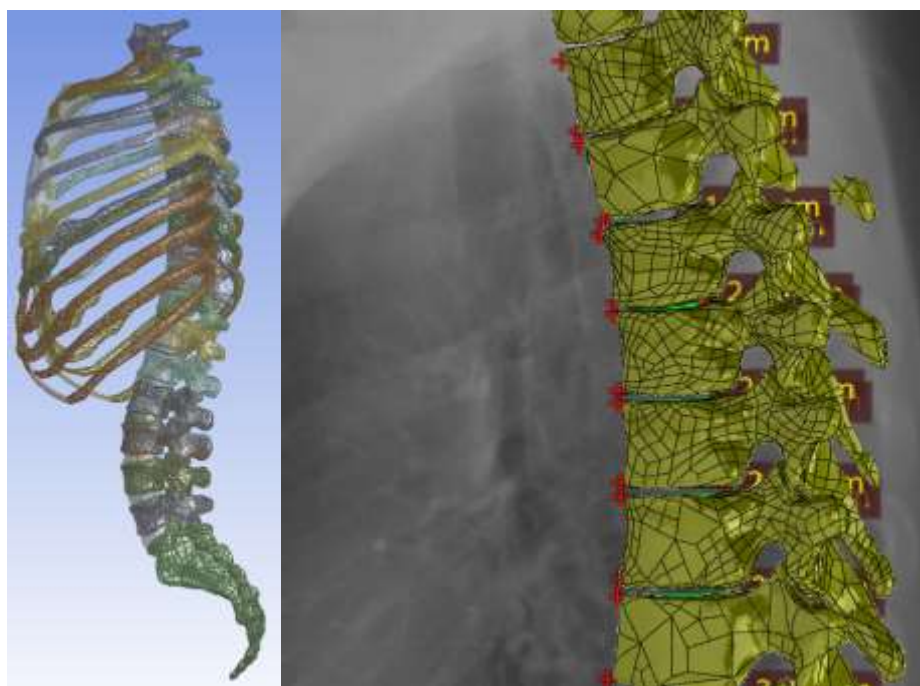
Трехмерная твердотельная модель ПТК здорового добровольца в положении стоя (слева) и ее фрагмент на фоне рентгенограммы (справа)
